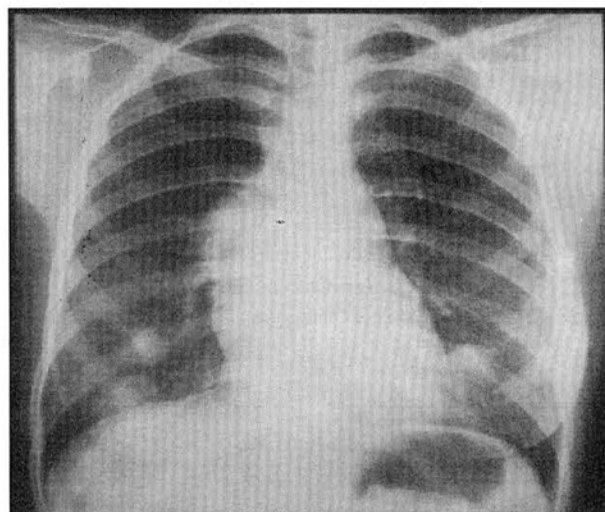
Radiografia de tórax PA : tumor do mediastino anterior com nódulos pulmonares secundários.
